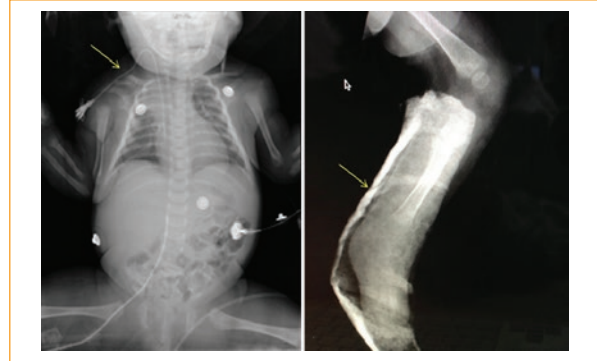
Radiografías que muestran fracturas clavicular, acromial y tibial.
